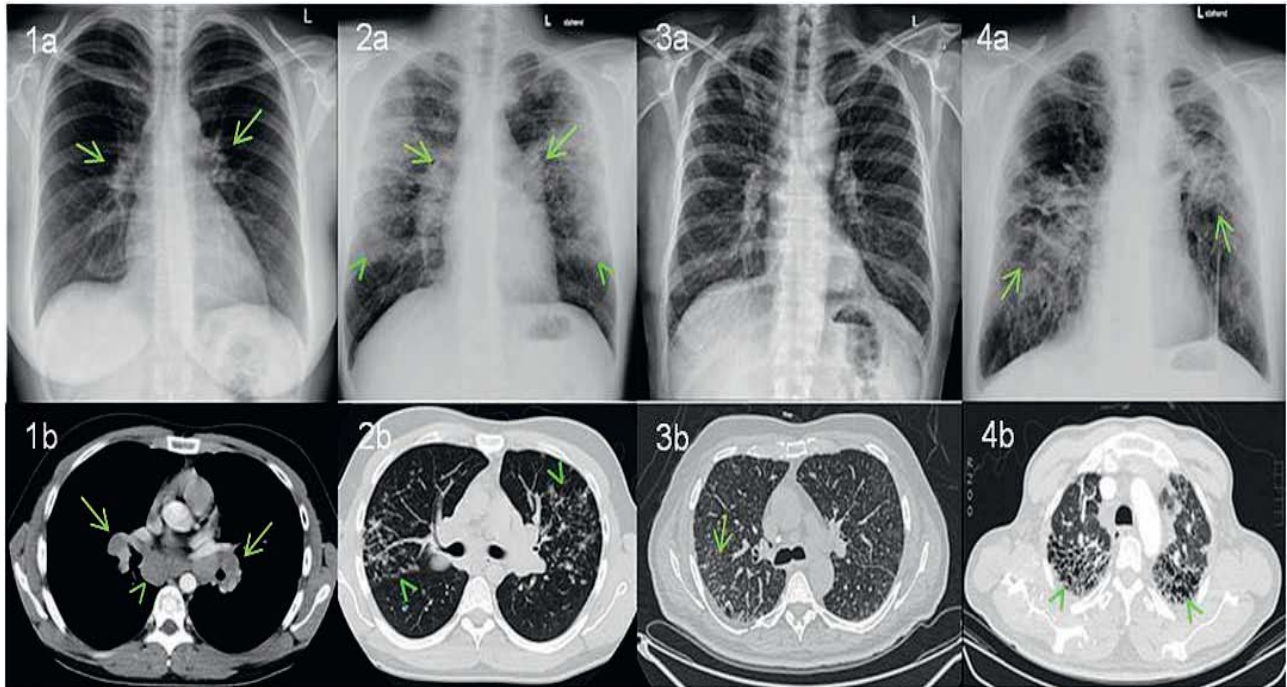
Stades radiologiques I-IV selon Siltzbach et Scadding et leur corrélation avec le scanner thoracique. La répartition par stade radiologique se fait sur la radiographie standard du thorax et pas sur le résultat du scanner.
